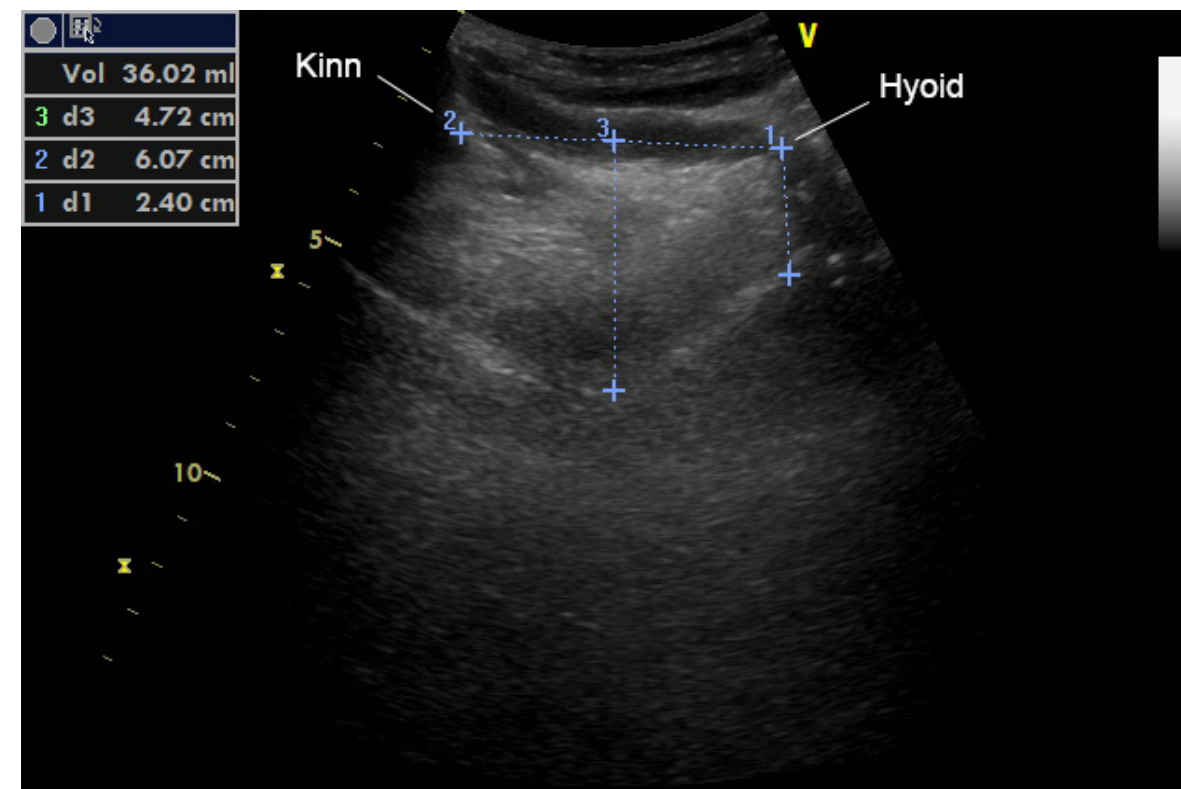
Sonografie der Zunge, sagital
